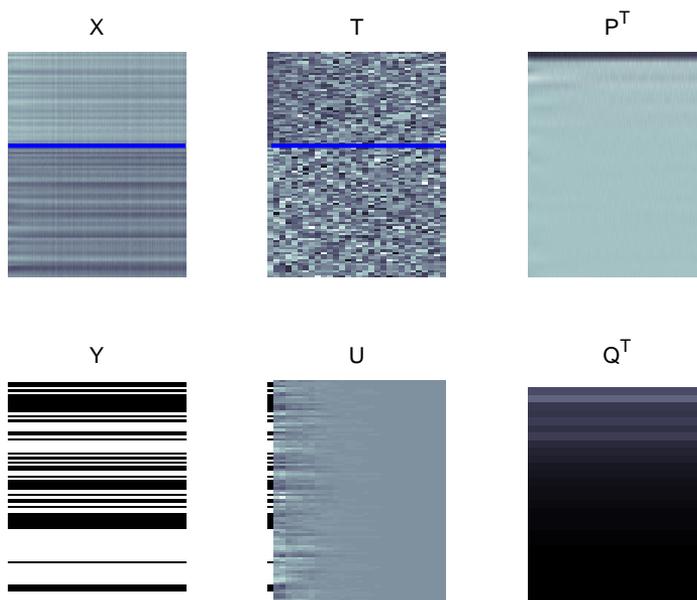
Matrices involucradas en el algoritmo PLS. \mathbf{X} agrupa una selección de vóxeles de 97 imágenes SPECT e \mathbf{Y} contiene las etiquetas (control o AD) asignadas a esas imágenes. \mathbf{T} y \mathbf{U} son las matrices de *scores* correspondientes a \mathbf{X} e \mathbf{Y} respectivamente. Análogamente, \mathbf{P} y \mathbf{Q} son las matrices de *loadings* de \mathbf{X} e \mathbf{Y} .
